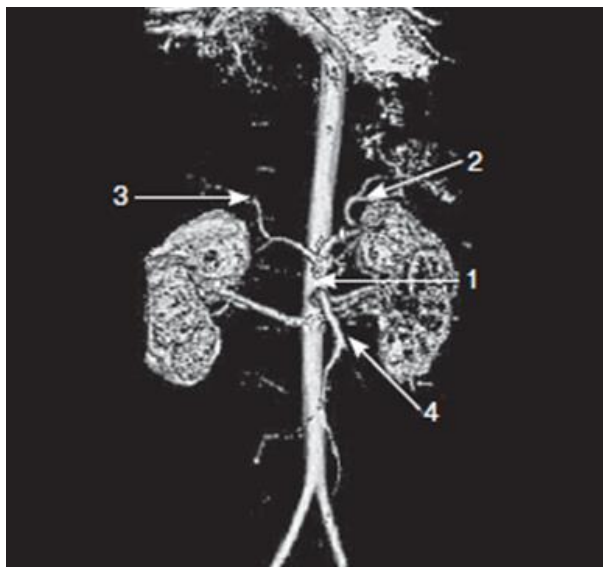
МРТ – ангиограма.
